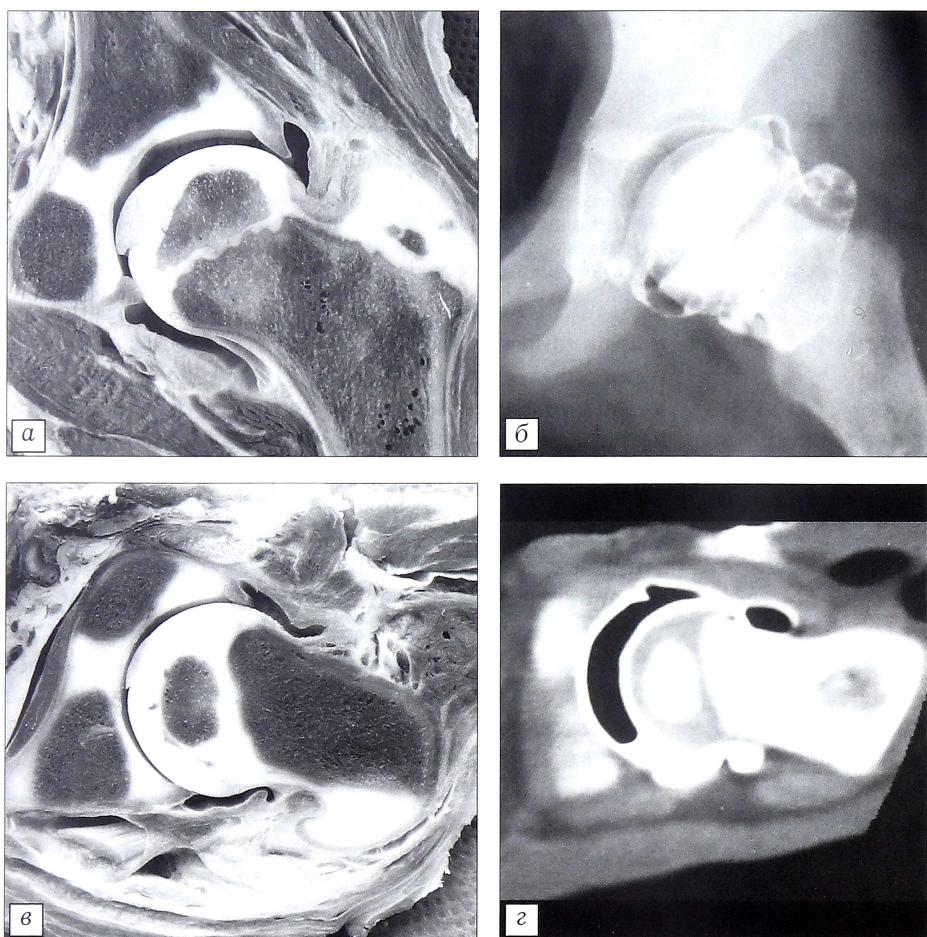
Двойное контрастирование (анатомо-рентгенологические сопоставления).
